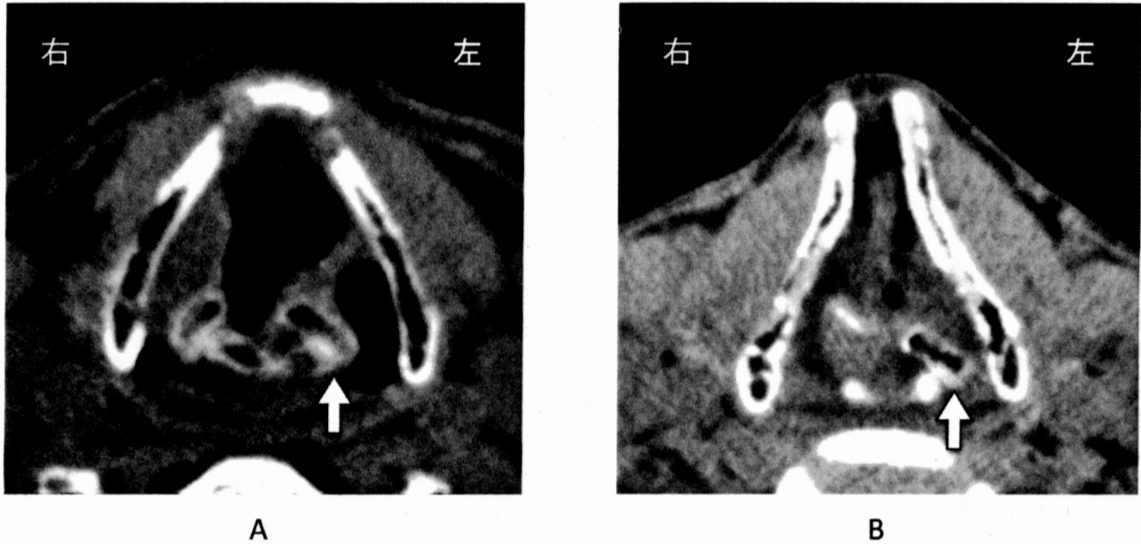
喉頭ターゲットCT。Aは78歳の胸部大動脈瘤による左反回神経麻痺症例。甲状軟骨の左右への開きが大きく、左の梨状陥凹が深い。甲状軟骨翼後縁から披裂軟骨(矢印)までの距離も長い。Bは67歳の胸部大動脈瘤による左反回神経麻痺症例。Aの症例に比べて甲状軟骨の左右への開きが小さく、甲状軟骨翼後縁から披裂軟骨(矢印)までの距離が短い。
